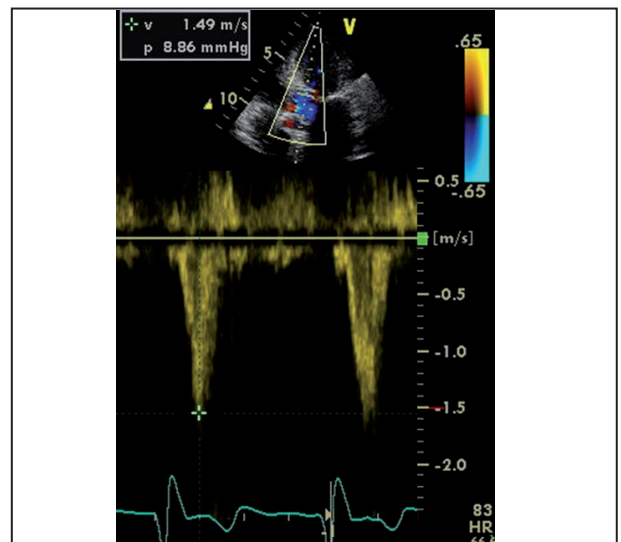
Doppler pulsé du flux sous-aortique en incidence 4 cavités. Nous constatons la disparition du gradient de pression avec des vitesses résiduelles de l'ordre d'1,5 m/s.
